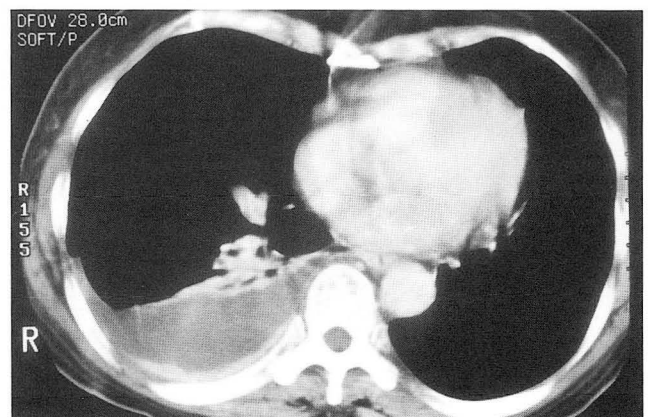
58 year-old female patient with pathologically confirmed malignant pleural effusion, metastasis from adenocarcinoma. CT scan shows diffuse thin irregular parietal pleural thickening and enhancement of pleura. Small amount of pleural fluid collection and loss of volume of left hemithorax are also noted.
